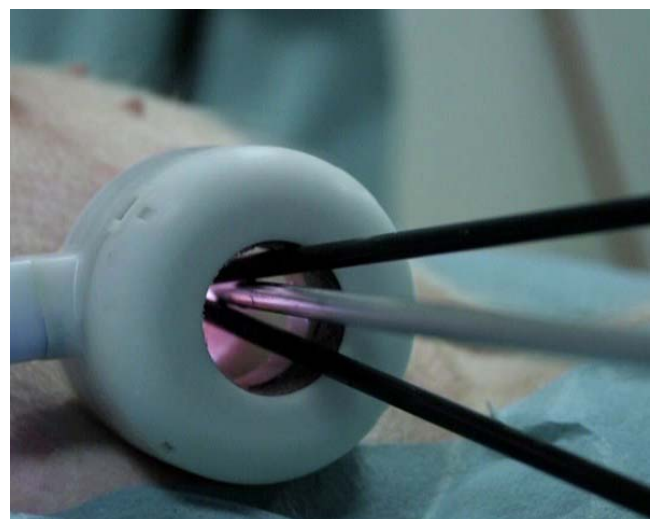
Trocart unique rigide avec technologie Airseal® (Surgiquest, Orange, CT, USA).
